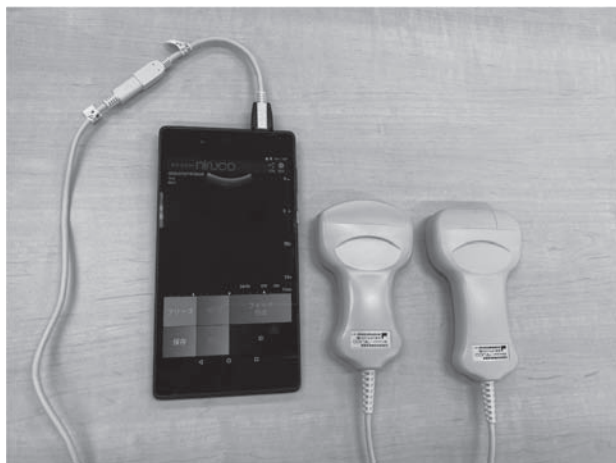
ポケットエコー miruco (日本シグマックス株式会社)
